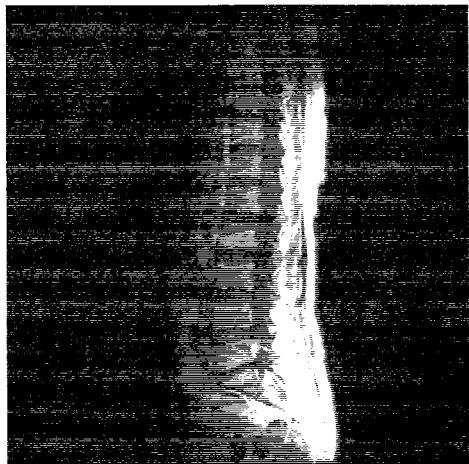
2. 2a, 4. 2. 2b. Aspect IRM de schwanom intradural.
